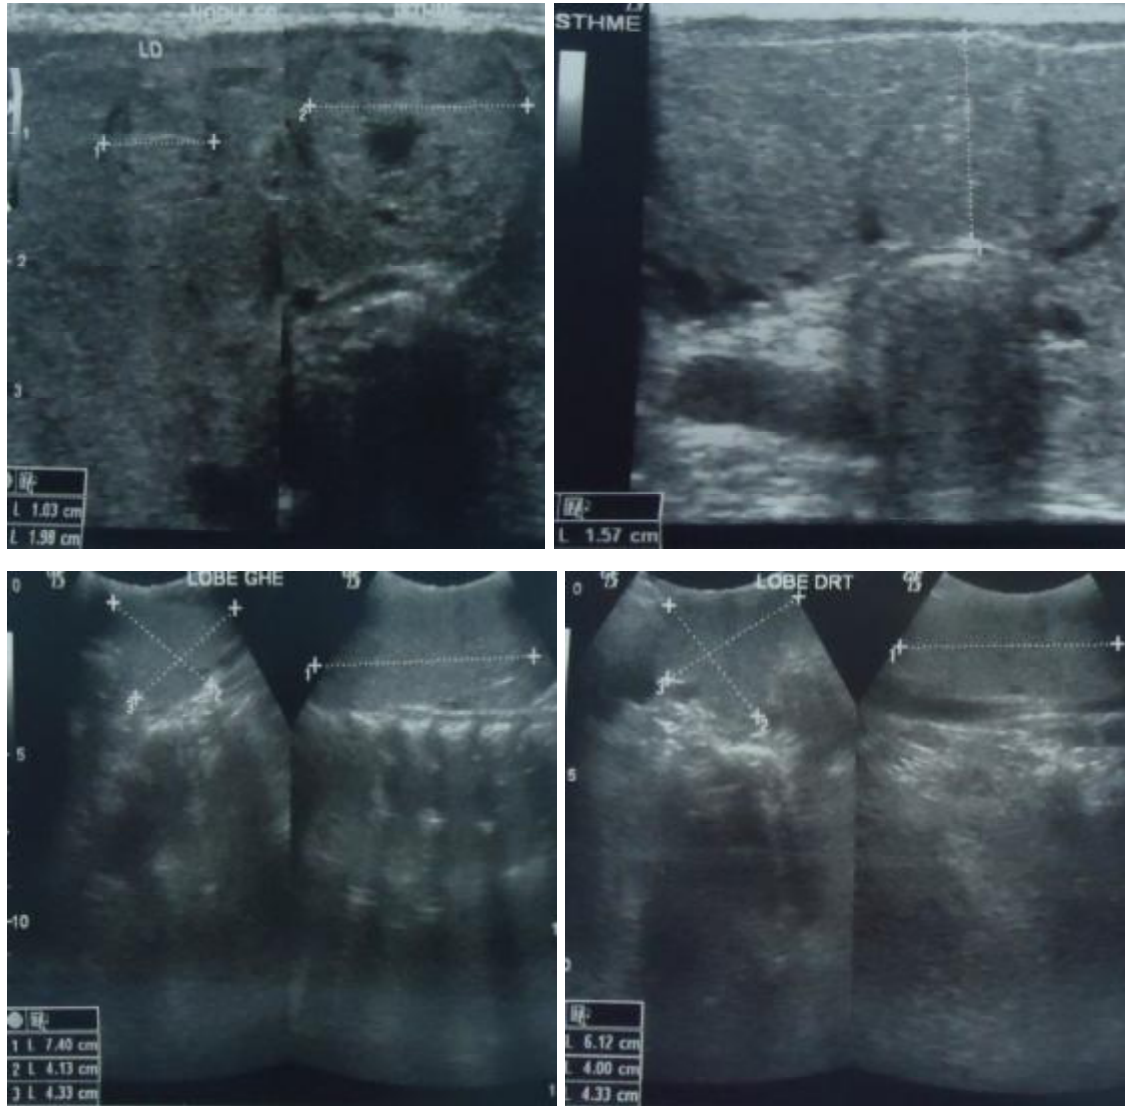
images échographique montrant l'hypertrophie thyroïdienne et la présence de nodules
